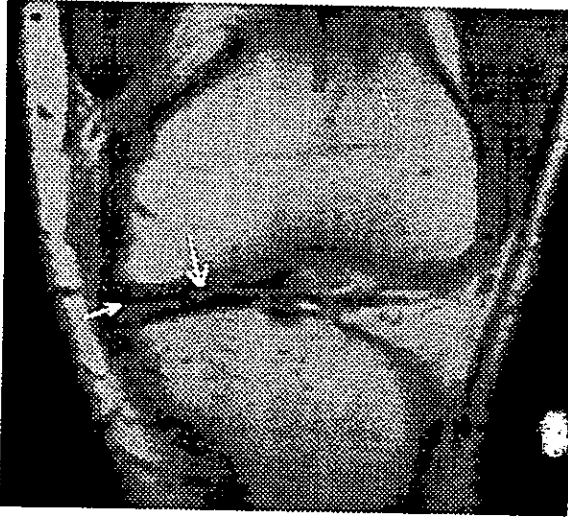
IRM Spin Eco en Coronal T1 con Tiempo de Relajación 600 Tiempo de Eco 15 que muestra Fractura en asa de Balde porción Anterior del Menisco Medial. Derrame en Receso Medial y Suprapatelar.
